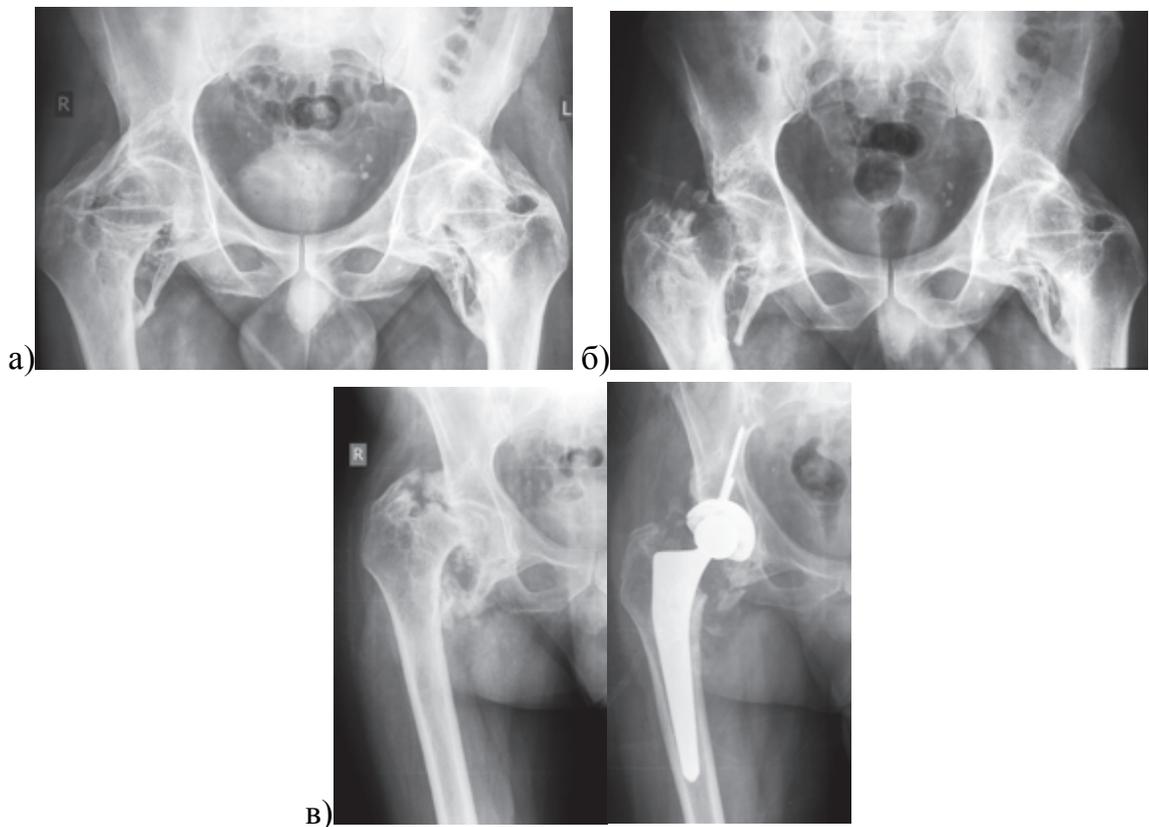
Рентгенограммы пациента 40 лет с двухсторонним анкилозом на фоне гетеротопической оссификации в результате ЧМТ: а) на рентгенограмме таза до операции видно, что за счет параартикулярных оссификатов полностью анкилозированы оба тазобедренных сустава; б) произведено разобщение анкилоза правого тазобедренного сустава, частично удалены оссификаты, получена удовлетворительная амплитуда движений, назначена противовоспалительная терапия для профилактики повторной оссификации; в) через полгода после удаления оссификатов произошел перелом головки правой бедренной кости; г) выполнено тотальное эндопротезирование правого тазобедренного сустава
